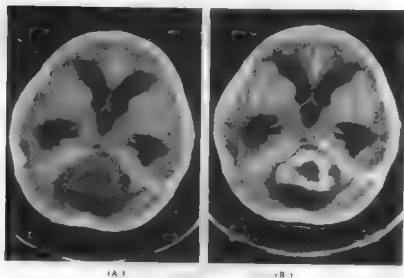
男 13 岁，第四脑室室管膜瘤 CT 扫描
